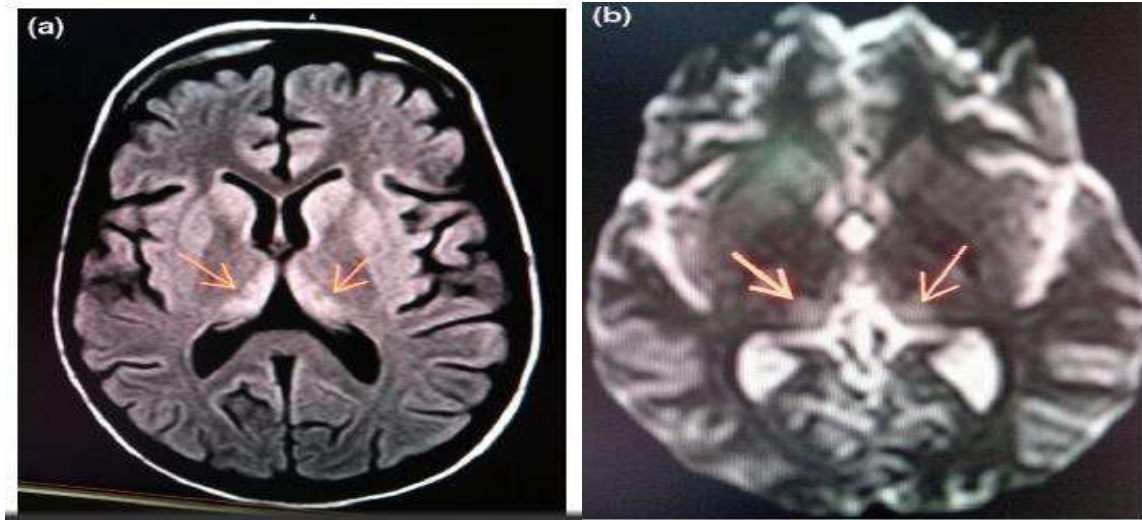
Encéphalopathie de Gayet Wernicke, IRM, (a) : séquence FLAIR un hypersignal au niveau des 2 thalamus, (b) : sé séquence T2 un hypersignal bilatéral des corps mamillaires [99]
